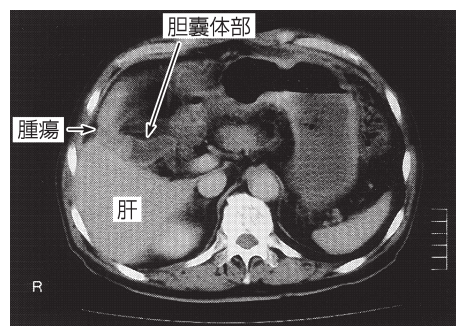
3剤併用療法施行中(2005年4月13日)の腹部CT
